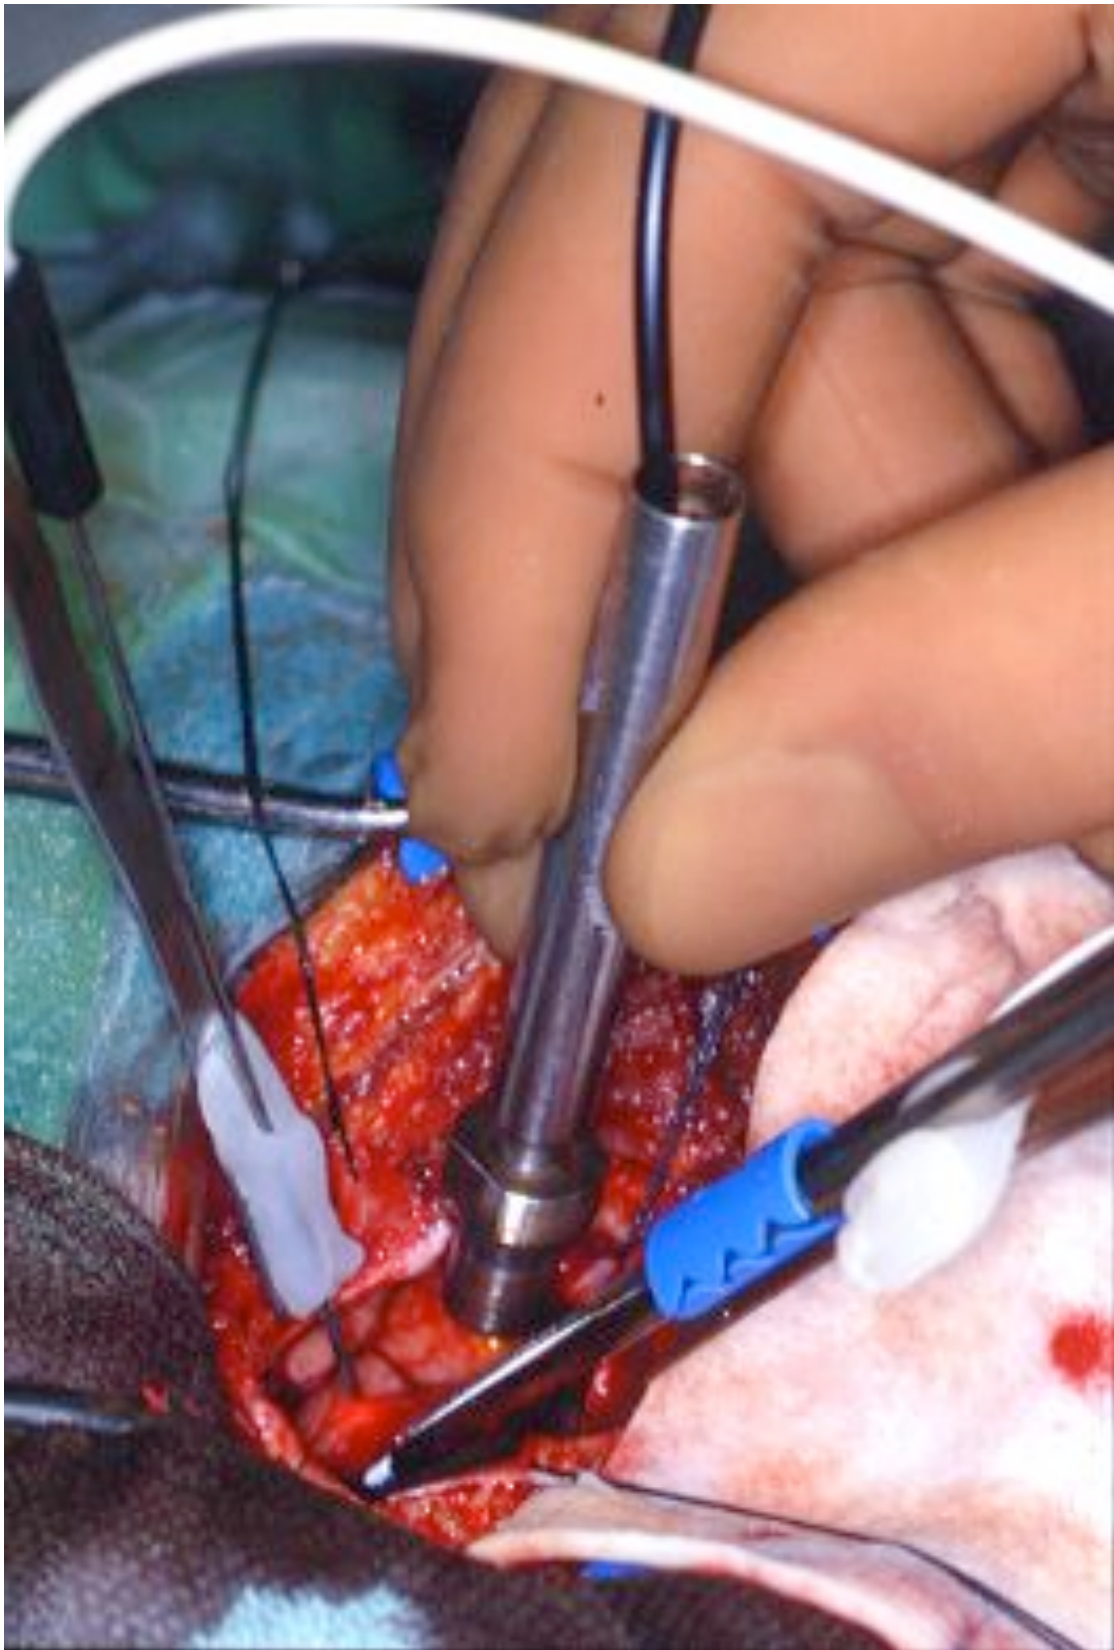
Einsatz der Sonden während einer Messung, links Laserdoppler Periflux PF3, mittig, in der Hand gehalten, EMPHO II, rechts Mikrodoppler Multi Dop T.
